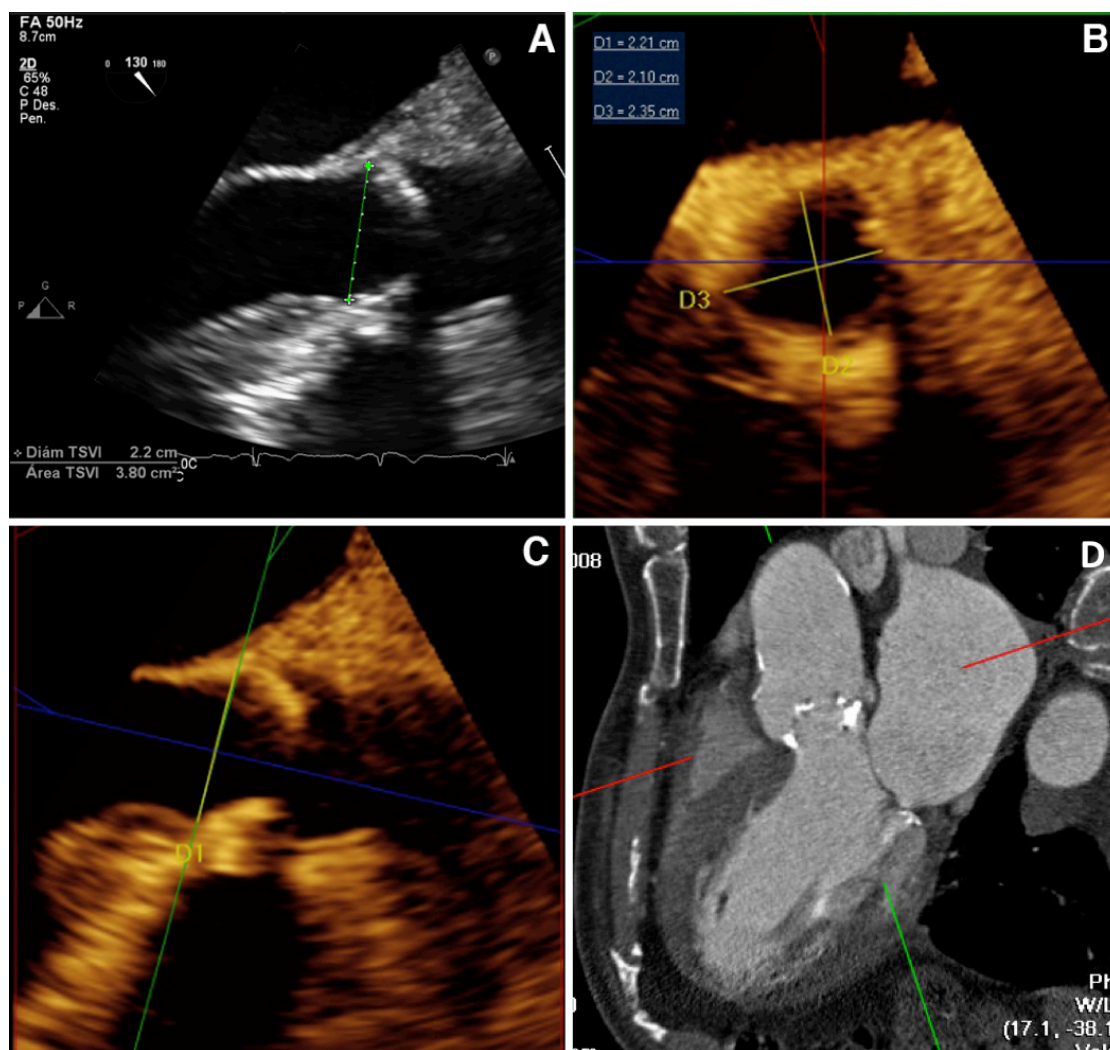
Medición de los diámetros del anillo aórtico por ecocardiograma transe-sófágico bidimensional (A) y tridimensional (B y C); y por tomografía axial compute-rizada (D).
